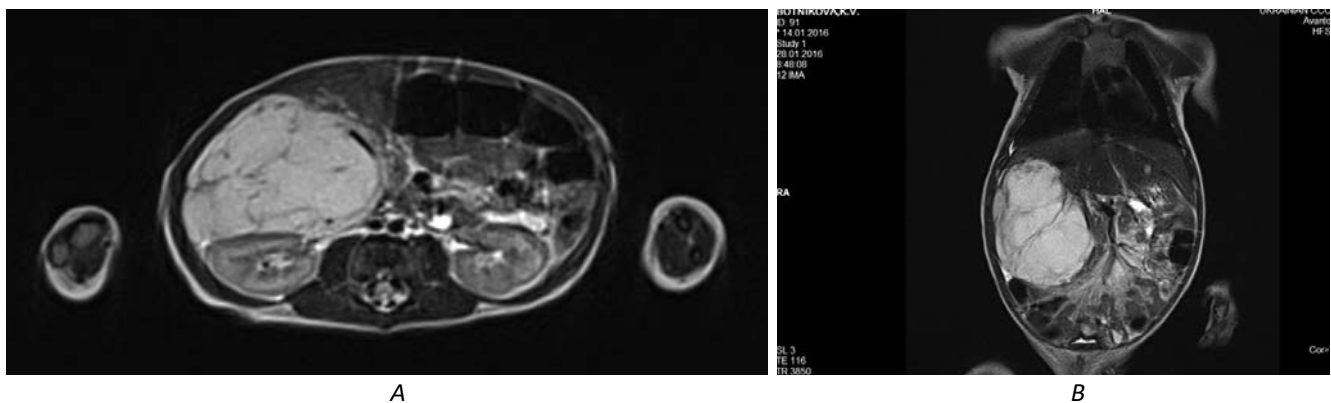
Дівчинка Б., 3 місяці. МРТ в аксальній (А) і коронарній (В) проекції – нормальна паренхіма печінки не візуалізується, вона заміщена судинним утворенням великих розмірів
